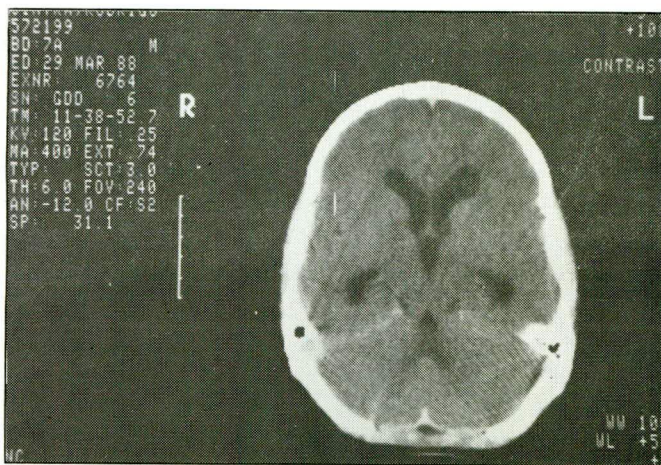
Tomografia computadorizada de crânio (março de 1988).
